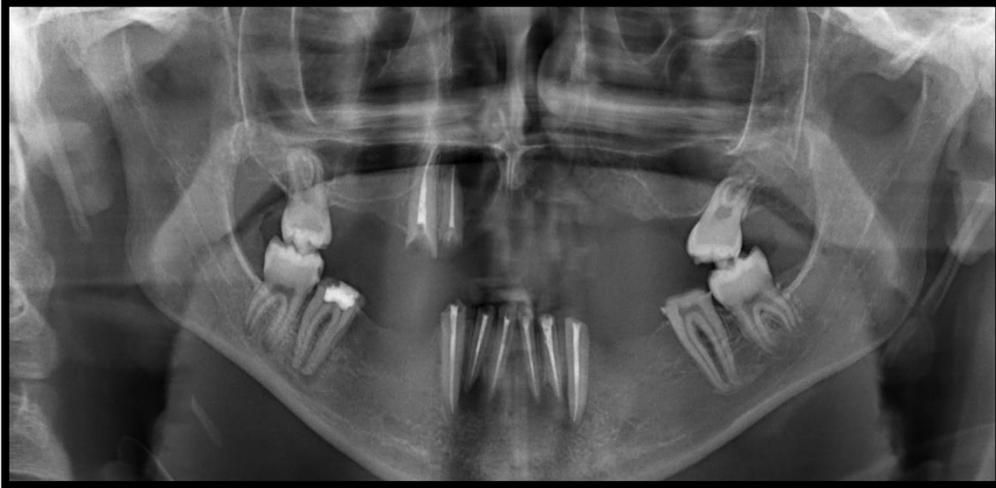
Radiografia panorâmica pós exodontias e tratamentos endodônticos.
